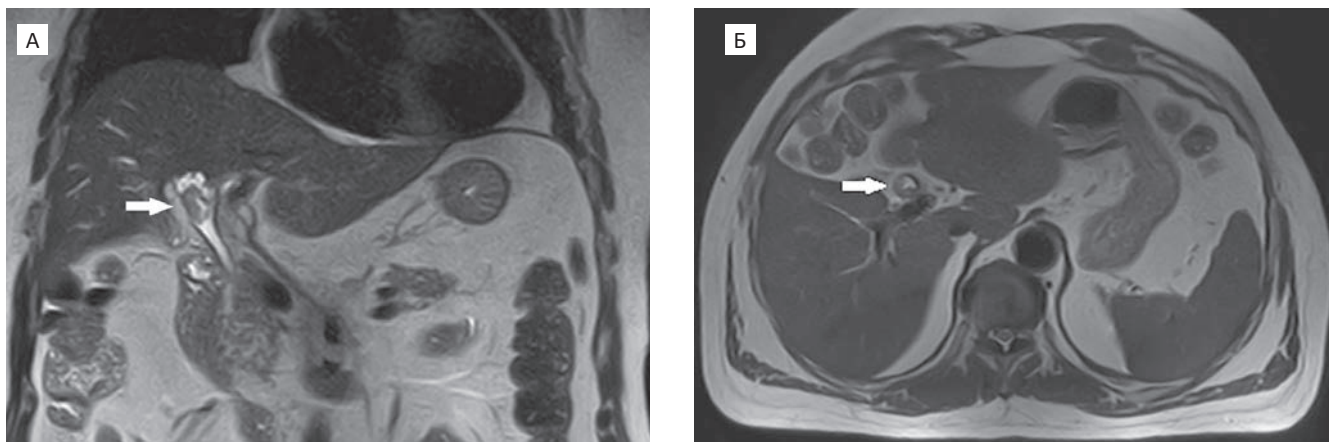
Магнитно-резонансная томография органов брюшной полости больного опухолью Клацкина. А — T_2 -томограмма, корональный срез; Б — T_2 -томограмма, аксиальный срез. Образование на уровне конfluence желчных протоков, сдавливающее общий и прилегающее к правому доле желчному протоку со слабо выраженным накоплением контрастного препарата (стрелка)
